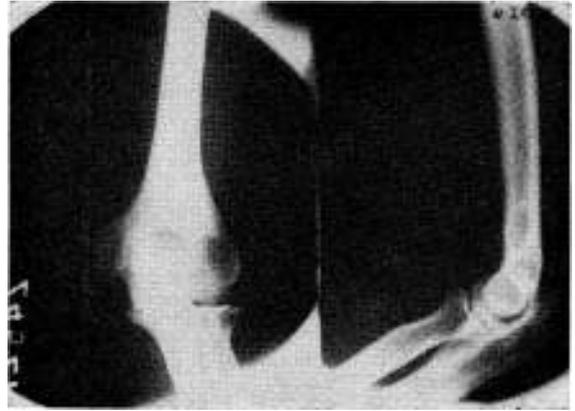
Radiografía de codo izquierdo (frente y perfil). Control postoperatorio: sin modificaciones óseas.
